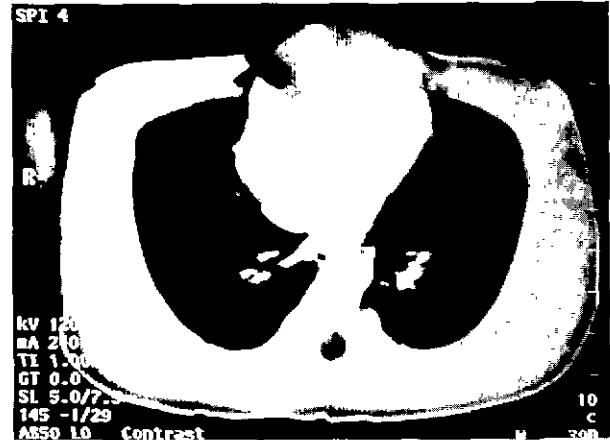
Preoperative chest CT shows absence of sternal body.
